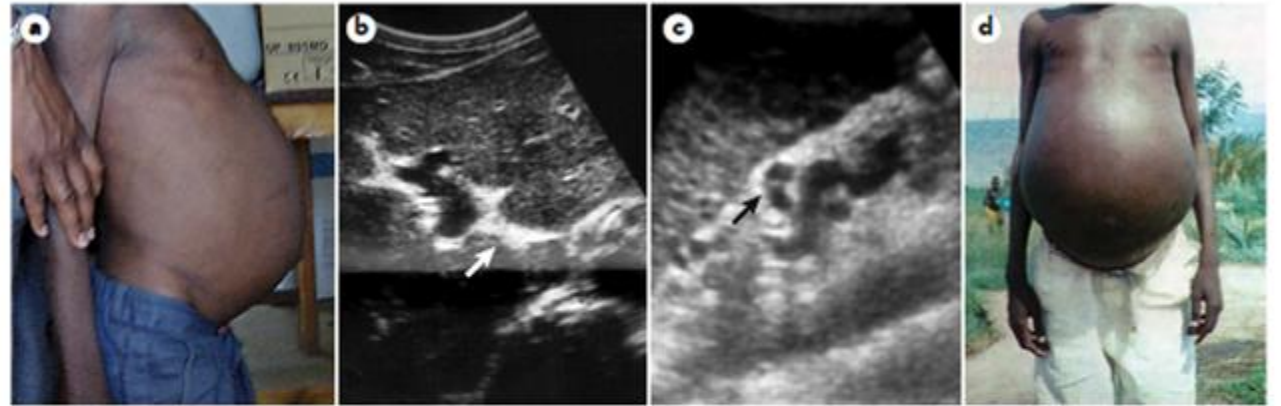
Established active and late chronic schistosomiasis. a | Child with established active schistosome infection, with early inflammatory hepatosplenomegaly. b | Fibrosis around the portal vein (arrow) visualized by ultrasonography. c | Oesophageal varices (arrow) visualized by ultrasonography. d | Severe late chronic fibrotic disease increased portal pressure and ascites in a young adult man. Image in part a courtesy of N. Kabatereine, Imperial College London, UK. Image in part b reproduced from Oxford Textbook of Medicine 5th Edition edited by Warrell, Cox, and Firth (2010) Figs.7.11.1.9. By permission of Oxford University Press. Images in parts c and d courtesy of B. J. Vennervald, University of Copenhagen, Denmark.
